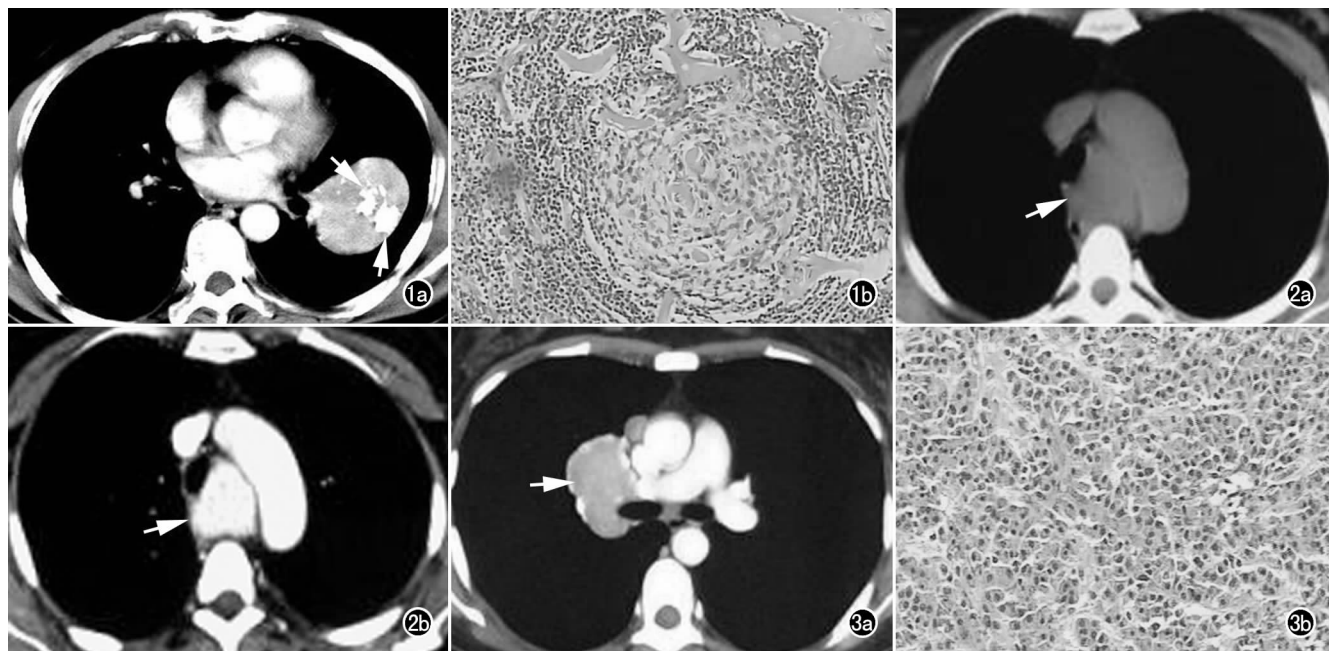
左侧斜裂透明血管型 Castleman 病。a) CT 增强示病灶呈不均匀中度强化，强化程度低于同层面大血管。病灶中央部可见分支状钙化(箭)；b) 镜下示滤泡生发中心形成，毛细血管穿插其中，滤泡间大量增生的毛细血管，透明血管变性(×100，HE)。图 2 中纵隔透明血管型 Castleman 病。a) CT 平扫示病灶呈较均匀的等密度(箭)；b) CT 增强示病灶呈显著强化(箭)，强化程度相当于同层面大血管。图 3 右肺门浆细胞型 Castleman 病。a) CT 增强示病灶呈轻度强化(箭)；b) 镜下示淋巴滤泡之间大量浆细胞弥漫增生浸润(×200，HE)。
